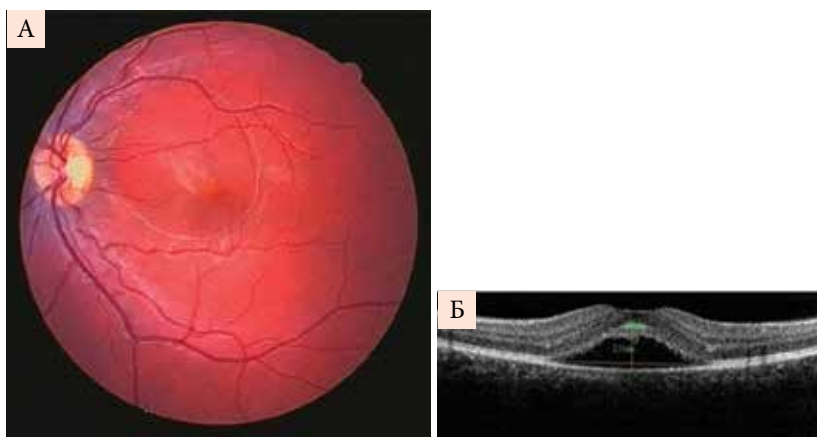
Пациентка, 28 лет, беременность 24 недели. Фото глазного дна (А), оптическая когерентная томография OS (Б): ГРБ, уровень ВА – 1,4. Центральная серозная хориоретинопатия левого глаза с отслойкой пигментного эпителия и нейроэпителия сетчатки
